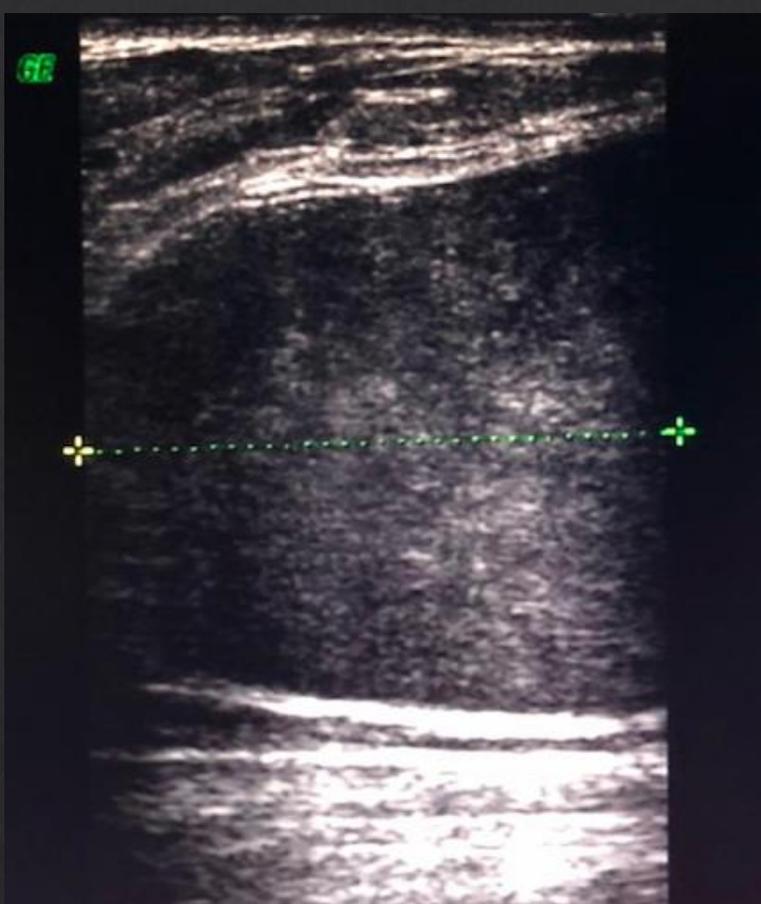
Ecografía mama derecha; se observa masa hipoeoica , homogénea de márgenes circunscritos , de aproximadamente 20cm de diámetro máximo.
